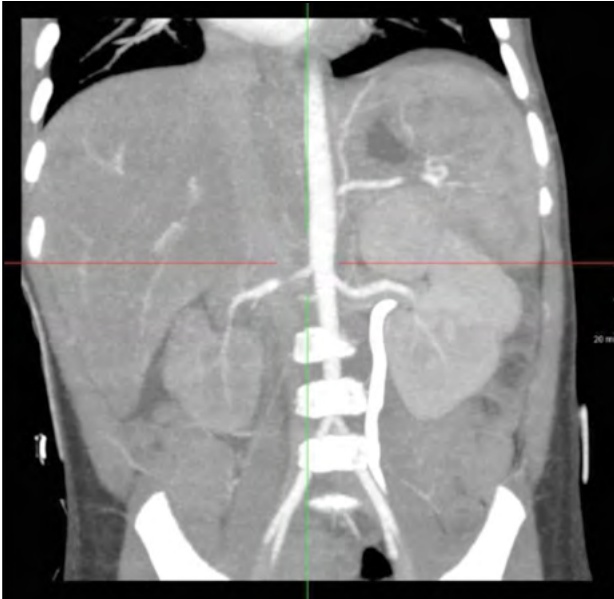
AngiòTAC abdominal amb contrast que mostra estenosi del terç proximal de l'arteria renal dreta.
